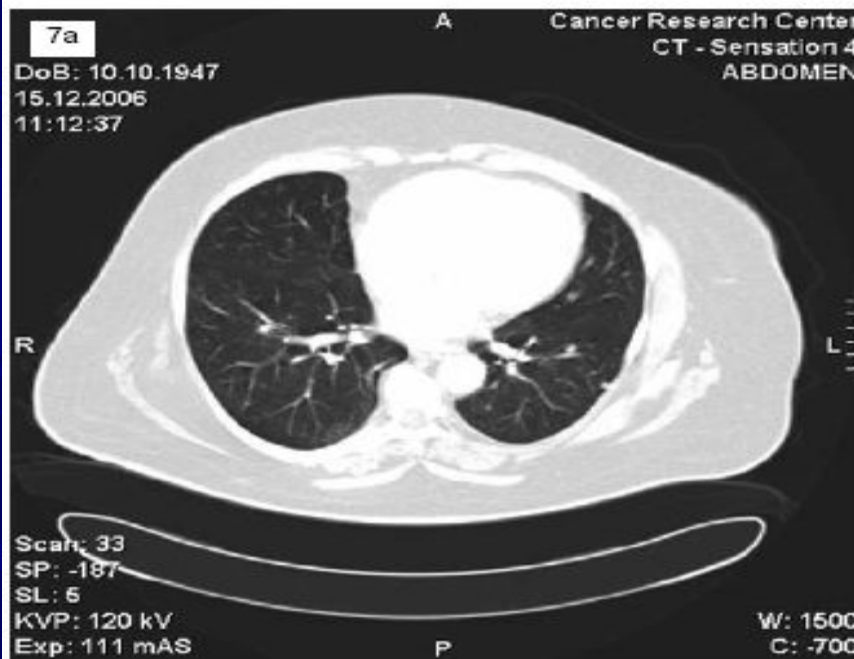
КТ через 8 недель лечения. 7а – очаги в легких частично исчезли, частично уменьшились; 7б – очаг в S10 0,4 см
